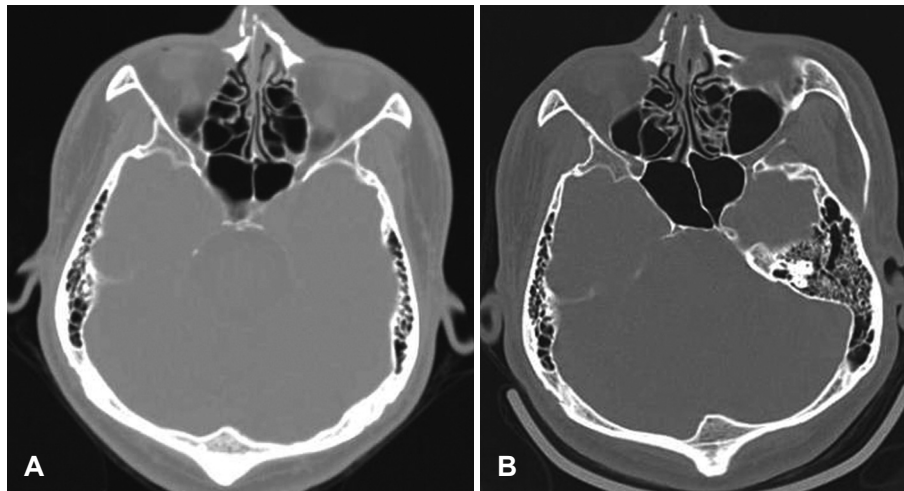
The facial bone CT scan before reduction shows a severely displaced nasal bone (A). An iCT scan, which was taken immediately after reduction in the operating room, shows an incompletely reduced nasal bone (B). Additional manipulation was necessary to completely reduce the nasal bone. iCT: intraoperative CT.
